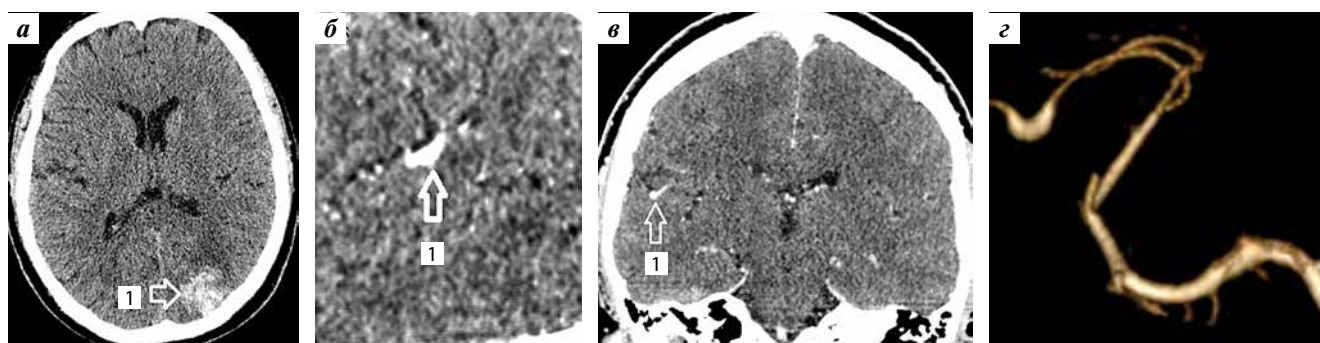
Спиральные компьютерные томограммы и спиральная компьютерная томографическая (КТ) ангиограмма головного мозга пациента Е.: а – КТ-признаки кровоизлияния 1 в проекции кавернозной ангиомы левой затылочной доли; б, в – фузиформное расширение коркового сегмента задней теменной ветви правой средней мозговой артерии в сагитальной и фронтальной плоскостях мультипланарной реконструкции; г – трехмерная КТ-реконструкция пораженного сегмента артерии с фузиформной аневризмой
